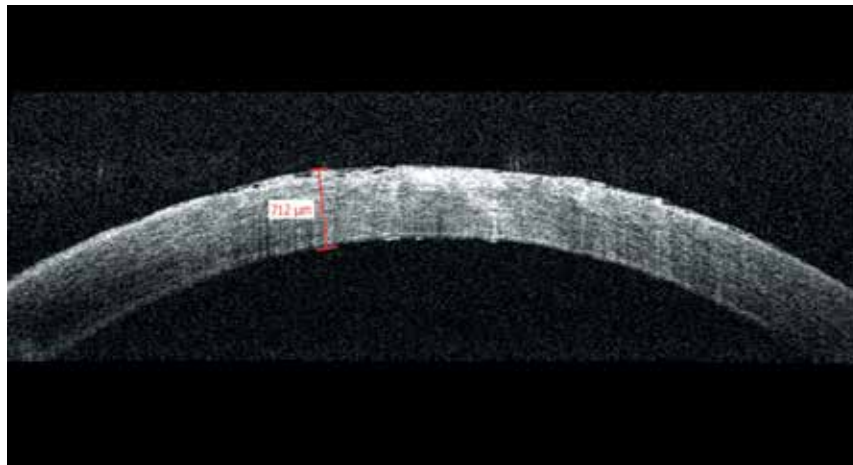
Оптическая когерентная томография роговицы через 7 дней после фототерапевтической кератостромэктомии левого глаза. Отсутствие буллезного эпителия. Уменьшение среднего показателя пахиметрии до 712 мкм
